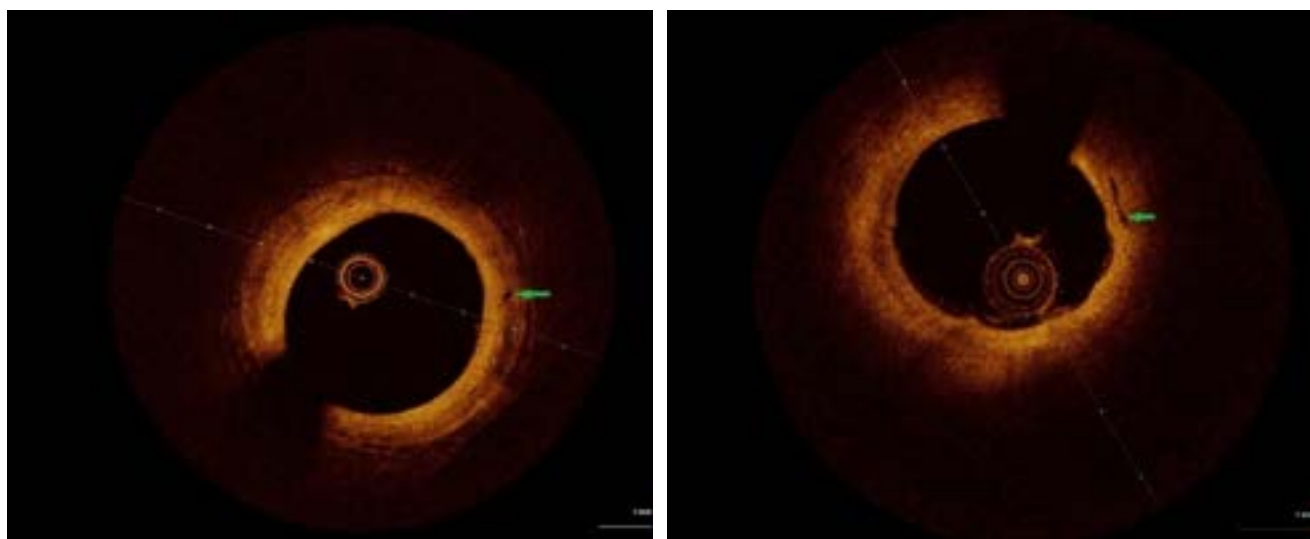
Визуализация микроканалов, свидетельствующих о наличии *vasa vasorum*, в атеросклеротической бляшке с помощью оптической когерентной томографии (отмечены зеленой стрелкой)
